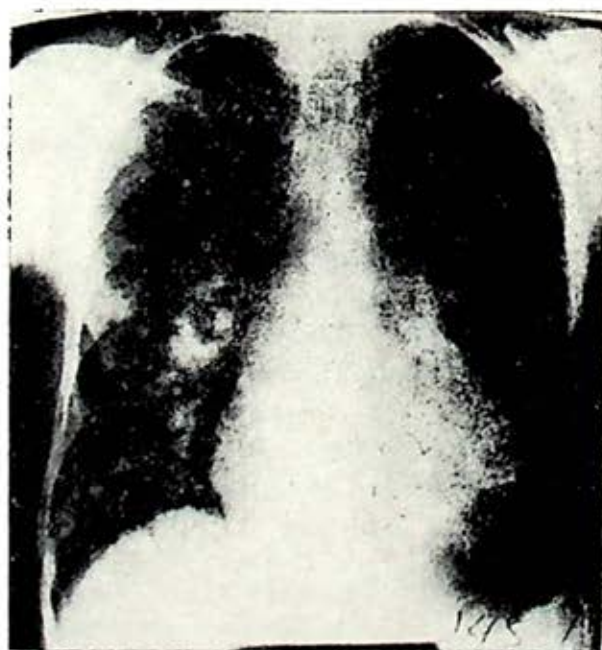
Radiografía PA de tórax. Muestra cardiomegalia grado III, aurícula derecha crecida, pulmonar abombada, hilos congestivos e infiltrados neumónicos.
